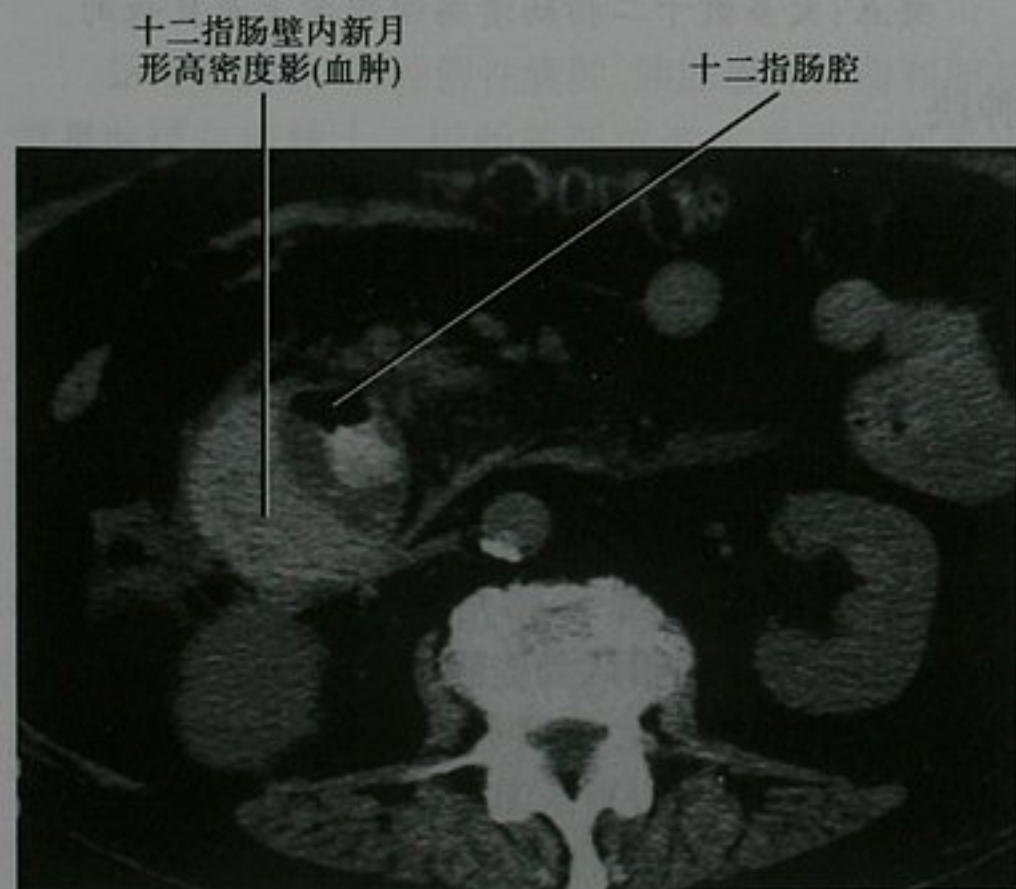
急性胰腺炎患者 CT 平扫,十二指肠降部壁内血肿。十二指肠壁内高密度影可能会与阳性造影剂壁内渗漏混淆
